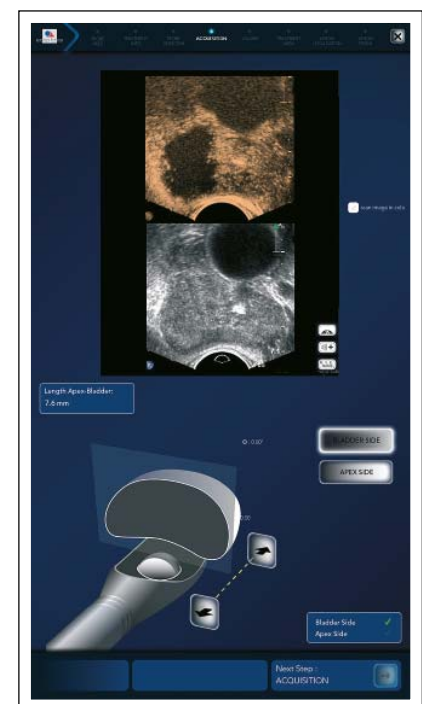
Sonographische Darstellung des behandelten, devaskularisierten Areals mit Kontrastmittel. © EDAP TMS GmbH, mit freundlicher Genehmigung.
